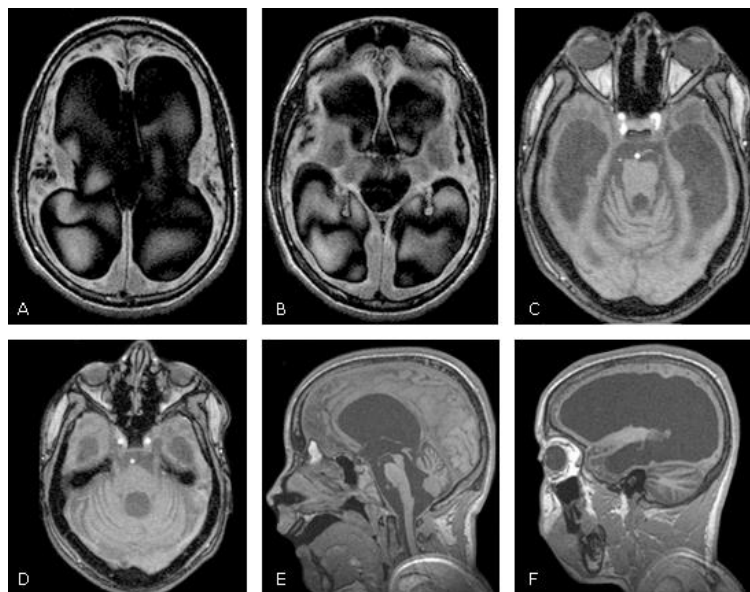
Paciente masculino de 19 años con EVC postanóxico secundario a accidente anestésico de 5 años de evolución. Resonancia magnética de cráneo en secuencia T1. A, B, C y D) Corte axial. E y F) Corte sagital. En A, B y C se observa atrofia cortico-subcortical severa con dilatación exvacuo del sistema ventricular y en D, E y F una atrofia significativa de tronco encefálico y cerebelo.
